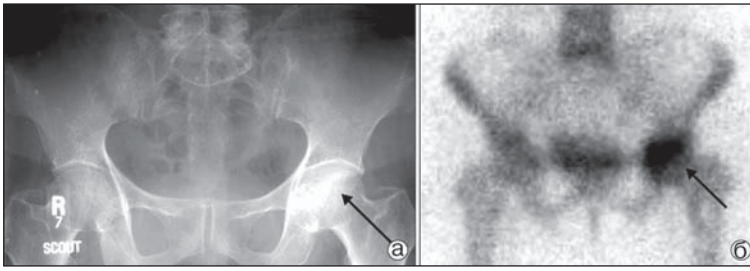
Рентгенограма (а) та остеосцинтиграма (б) хворого Л. з аваскулярним некрозом головки лівої стегнової кістки
